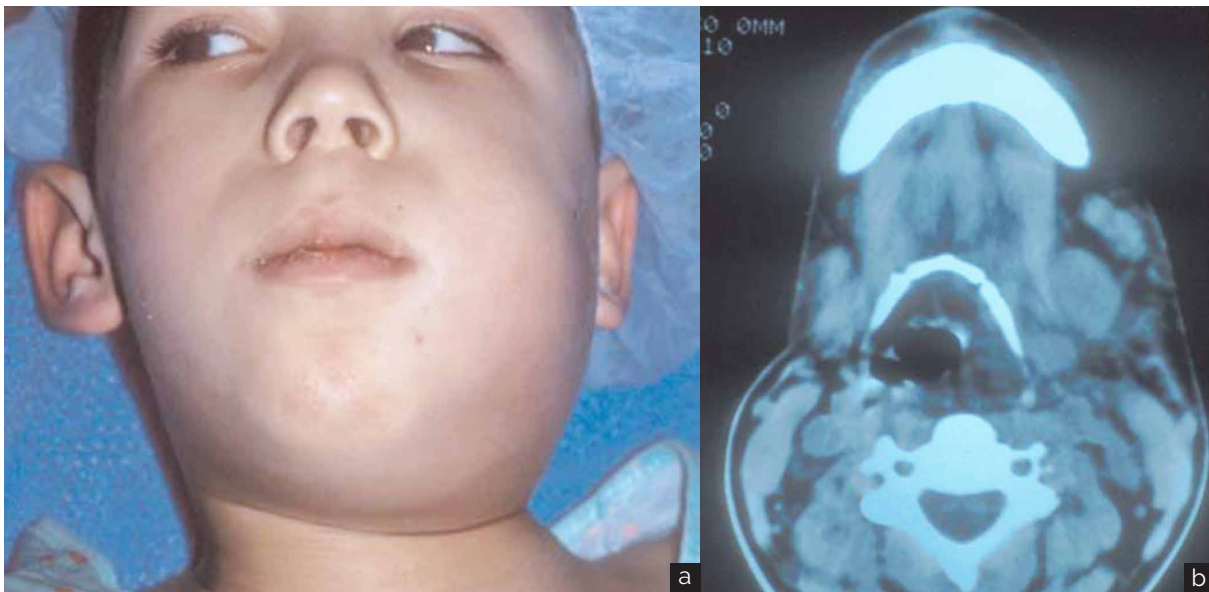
(a) Absceso del espacio faríngeo lateral izquierdo. Obsérvese el aumento de volumen anterior al músculo esternocleidomastoideo por encima del hueso hioides y la desviación de la cabeza hacia el hombro derecho, en un intento de colocar la vía aérea superior directamente sobre la tráquea desviada. (b) Corte axial de la TC a nivel del hueso hioides demuestra una celulitis del espacio faríngeo lateral izquierdo que desvía las vías respiratorias hacia el lado opuesto y se disemina hacia el espacio retrofaríngeo. (PETERSON'S PRINCIPLES OF ORAL AND MAXILLOFACIAL SURGERY).
